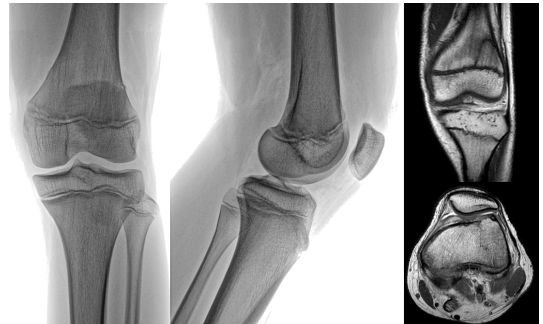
Radiografías de paciente con sospecha de lesión de fémur distal, la cual se demuestra con resonancia magnética.
